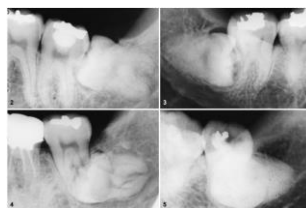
2) Radiografia a demonstrar reabsorção cervical do 2M num homem de 27 anos; 3) Radiografia a demonstrar reabsorção radicular lateral no 2M de uma mulher de 26 anos; 4) Radiografia a demonstrar reabsorção apical do 2M de um homem de 30 anos; 5) Exemplo de uma radiografia que não permite uma avaliação conclusiva de uma reabsorção radicular do 2M devido à sobreposição da imagem do 2M com o 3M.
